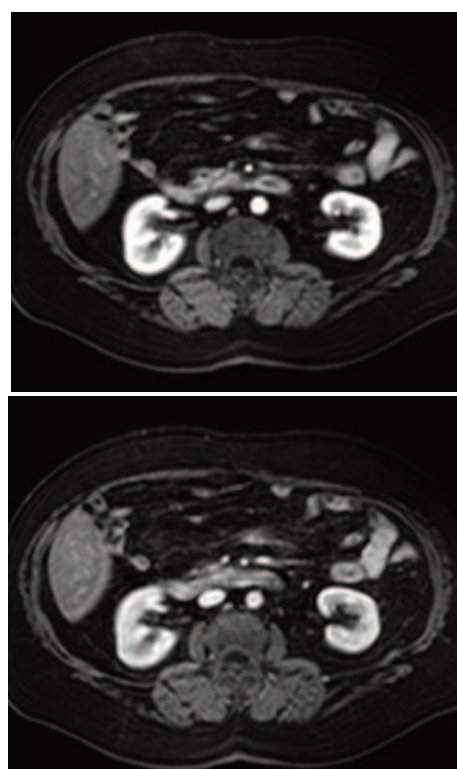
Studio dinamico con mdc ev in fase arteriosa (a) e portale (b). In corrispondenza del reperto morfologico e DWI si conferma una piccola nodularità caratterizzata da precoce impregnazione senza wash-out.
